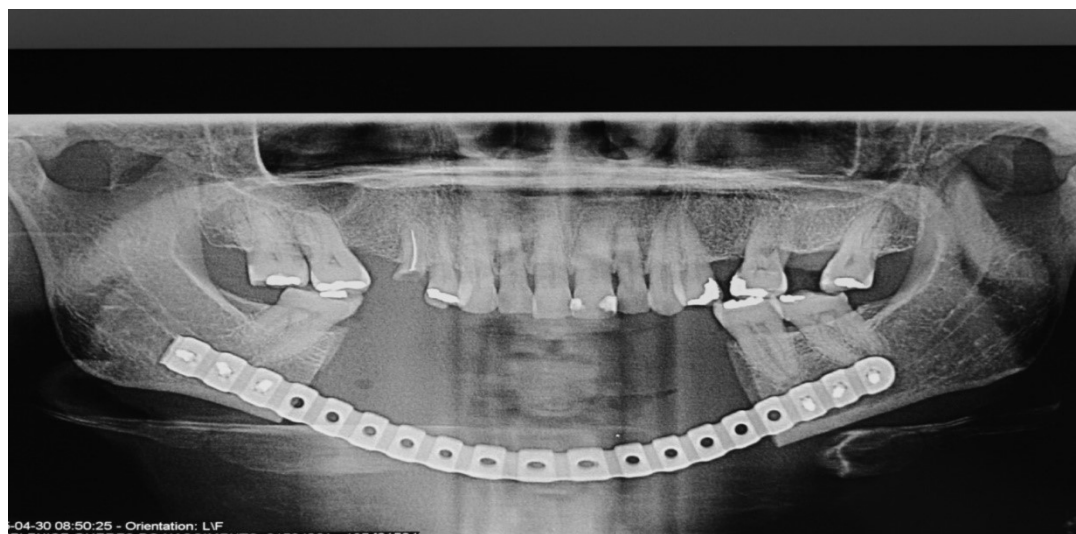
Radiografia do 7º D.P.O.
